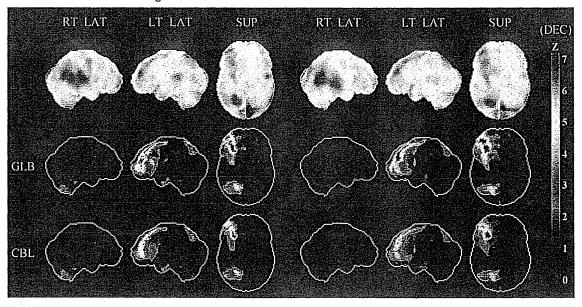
図 4-6 の症例での術後脳血流 SPECT の Z score 画像解析
